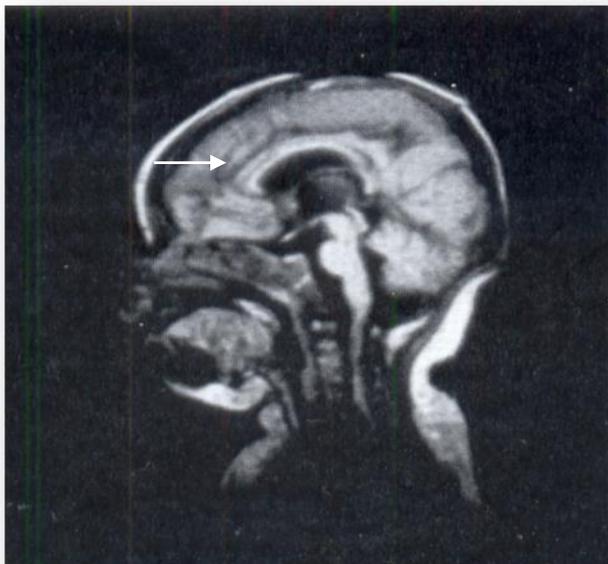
МРТ головного мозга 2-х месячного ребенка, страдающего пахигирией. В лобной области широкие плоские извилины, мелкие борозды (стрелка).
